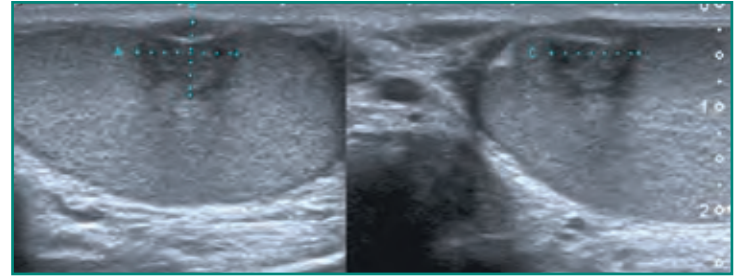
Ecografía testicular en transversal y craneocaudal donde se visualiza una lesión focal hipoeecogénica testicular, muy sugestiva de tumor testicular.
